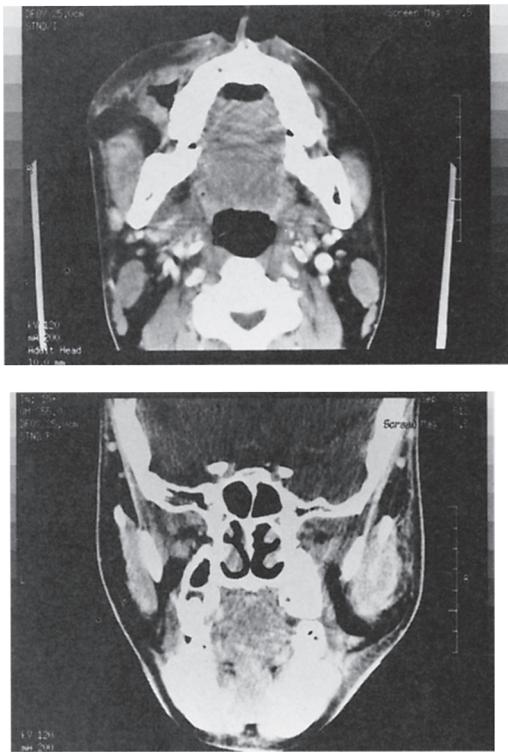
26歳男性のWegener肉芽腫症の頸筋間隙膿瘍：水平・冠状断の造影CTにて頸筋と咬筋間に膿瘍を認め、咬筋の腫脹も伴っている。
